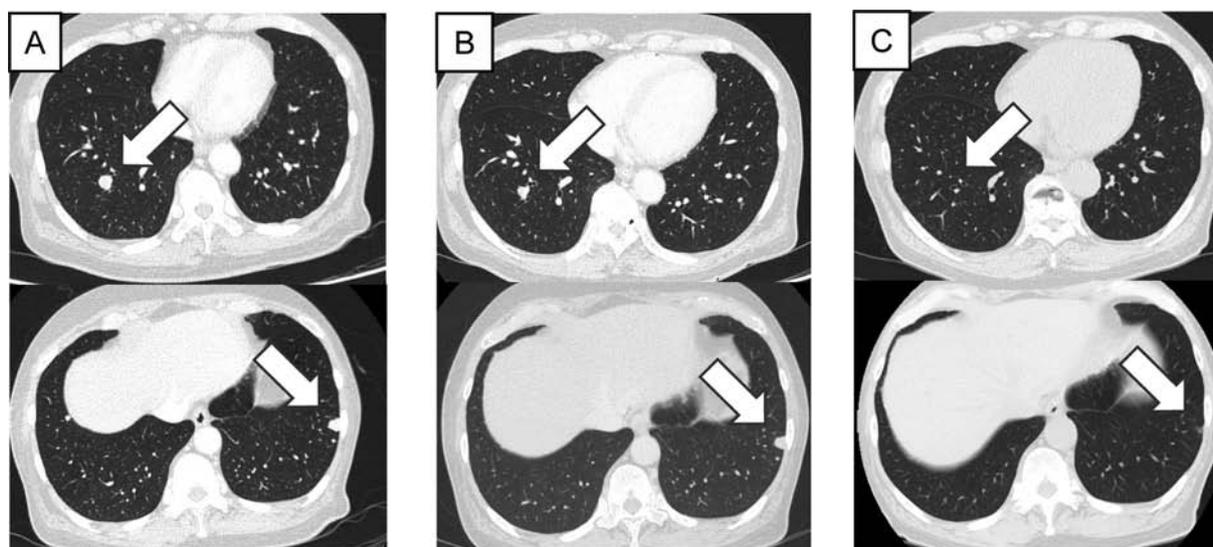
Computed tomography showed decreasing size of multiple lung metastases diminished (arrow) during treatment. Imaging (A) after 3 courses of ipilimumab plus nivolumab, (B) before surgery, and (C) 14 days after surgery are shown.
